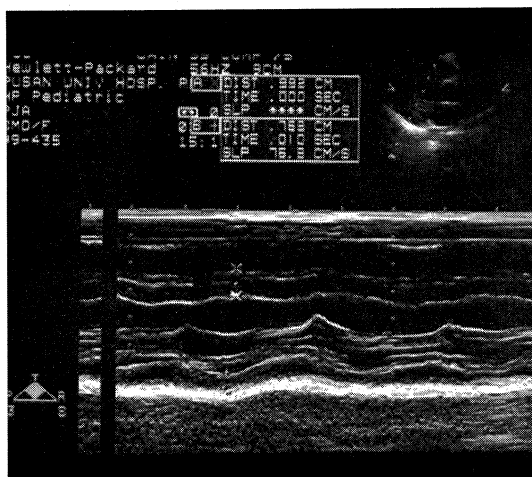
Echocardiogram shows hypertrophy of the wall of left ventricle.
